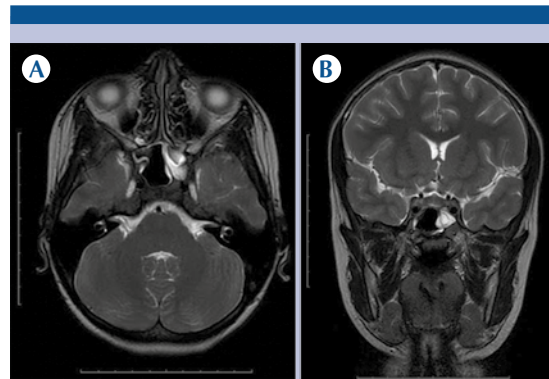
Resonancia magnética. A-B) Imágenes axial y coronal potenciada en T2 demuestra engrosamiento concéntrico del seno esfenoidal.
